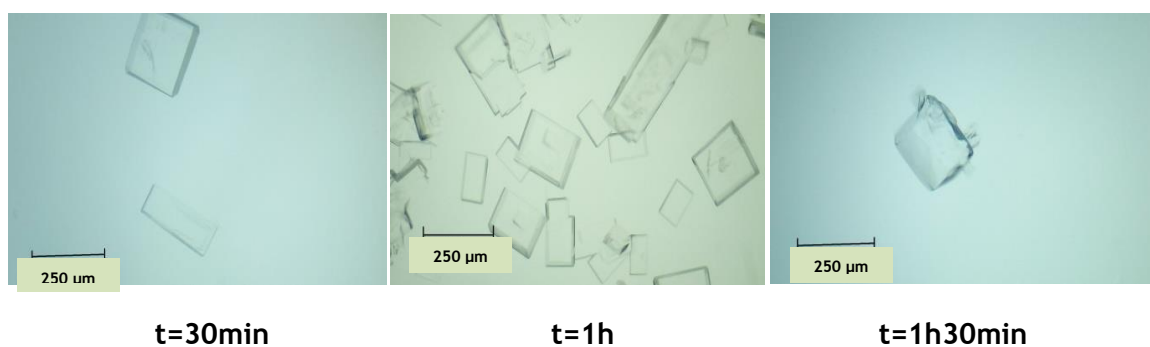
Effet de temps de sonication sur la formation des cristaux de pour de l'acide L+ ascorbique par la méthode d'ultrasons pour T=35 °C.
